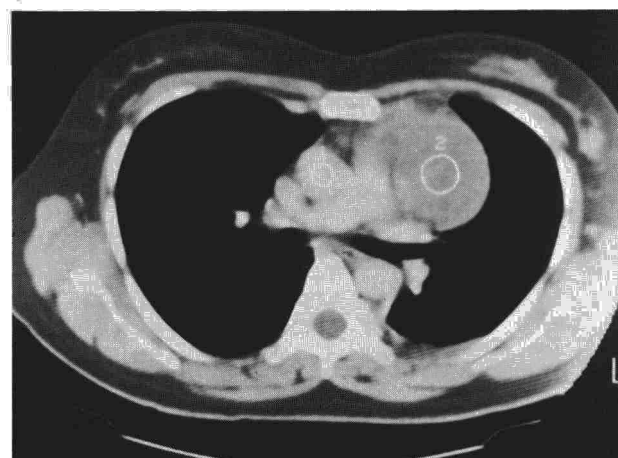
TAC con contraste intravenoso. Captación en anillo. No capta en el centro. Se descarta origen vascular. Patología pleural izquierda.
